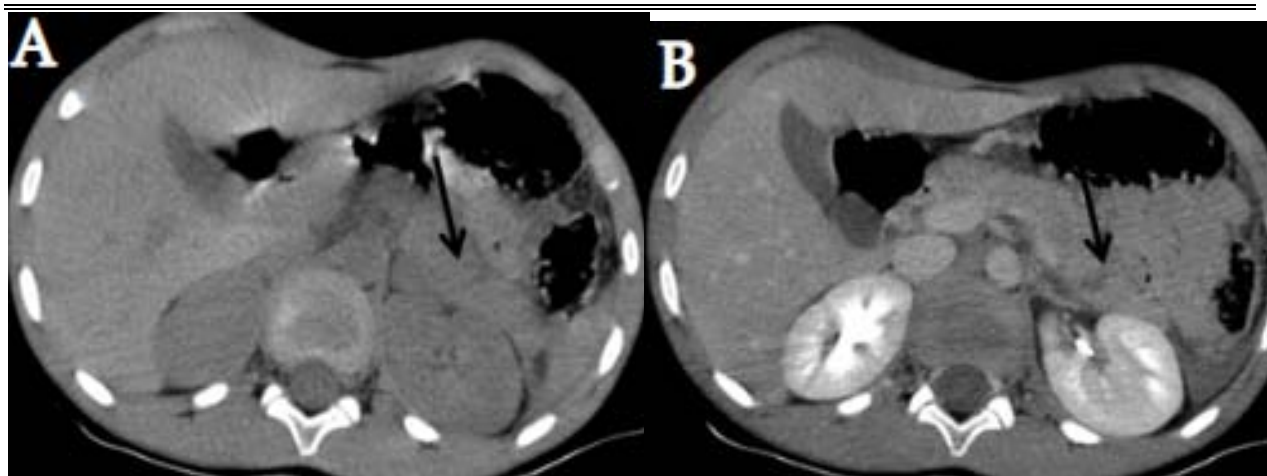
TDM abdominale sans et après injection du PDC
